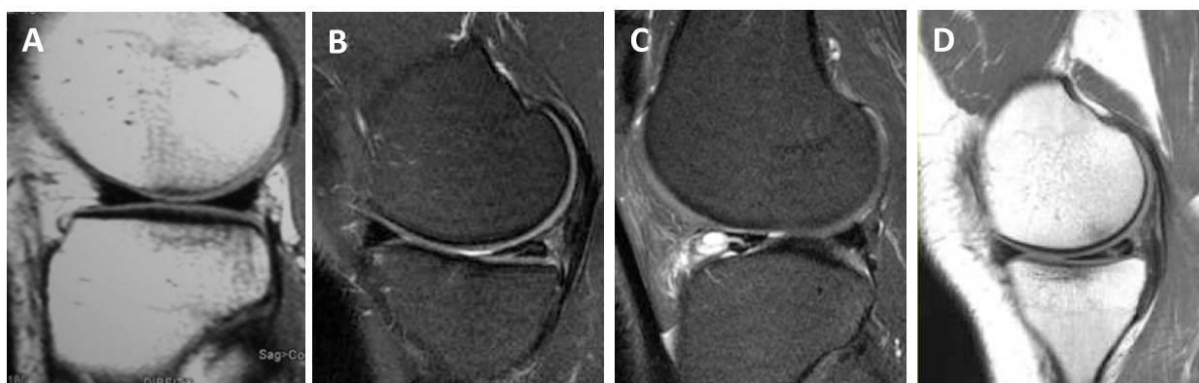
Imagem de ressonância magnética da articulação do joelho em corte sagital. (A) Menisco lateral sem lesão; (B) Detecção de lesão oblíqua no corno posterior do menisco medial; (C) Detecção de lesão horizontal associada a um cisto parameniscal no corno anterior do menisco lateral; (D) Detecção de lesão longitudinal no corno posterior do menisco medial. Fonte: arquivo pessoal.
